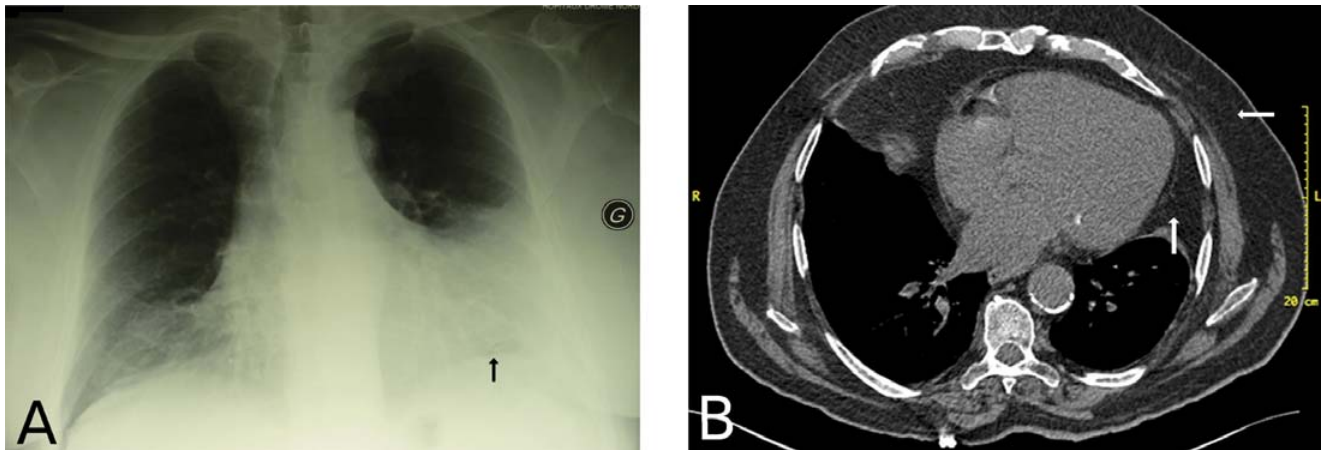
Radiographie pulmonaire de face (A), la flèche souligne la coupole diaphragmatique gauche, remettant en cause le diagnostic d'épanchement liquidien. Coupe scannographique thoracique (B) objectivant la LM, de densité graisseuse, comme le tissu sous cutané extra thoracique adjacent (flèches blanches)
